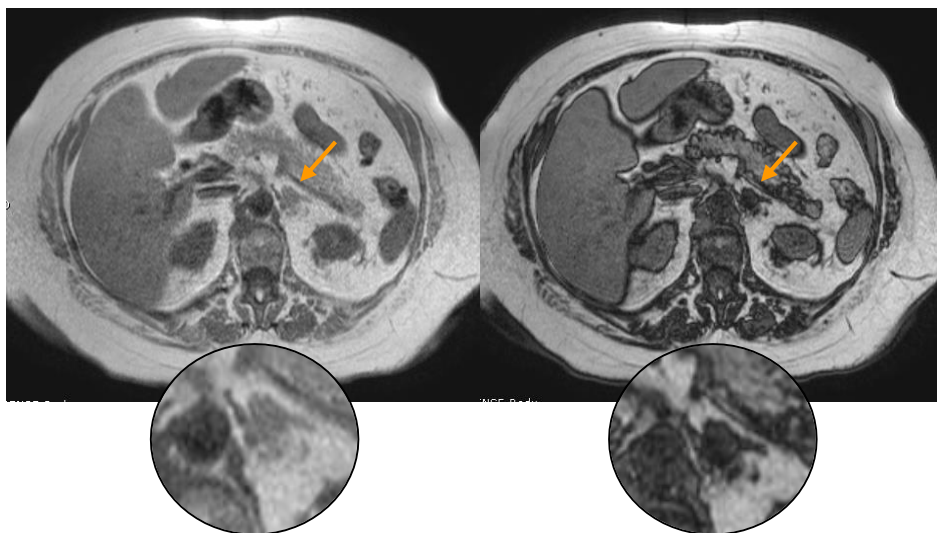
Adenoma suprarrenal (flechas naranjas y zoom). RM chemical shift (T1 dual).
